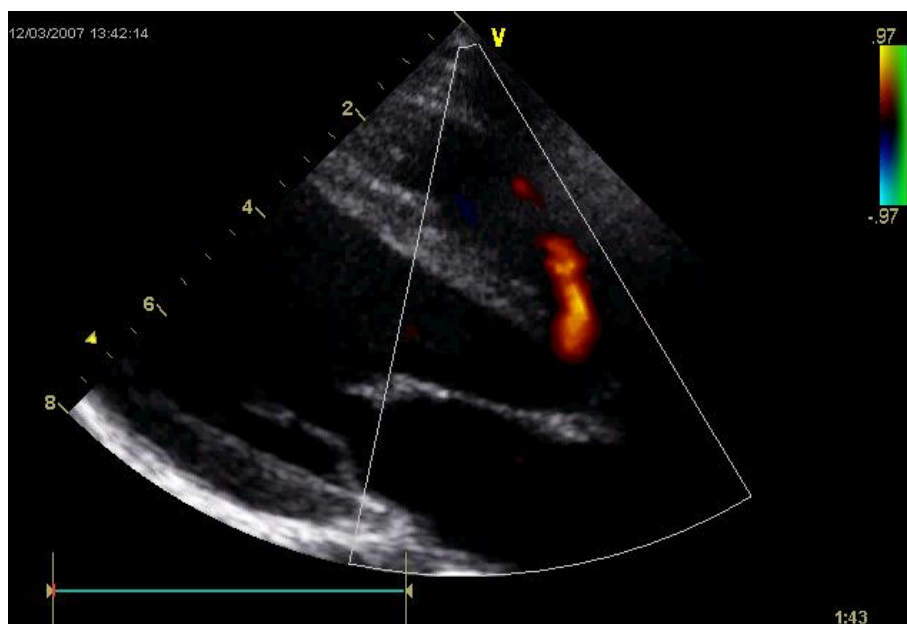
Echokardiographischer Befund eines perimembranösen Defektes mit Farbdoppler in der langen Achse.
